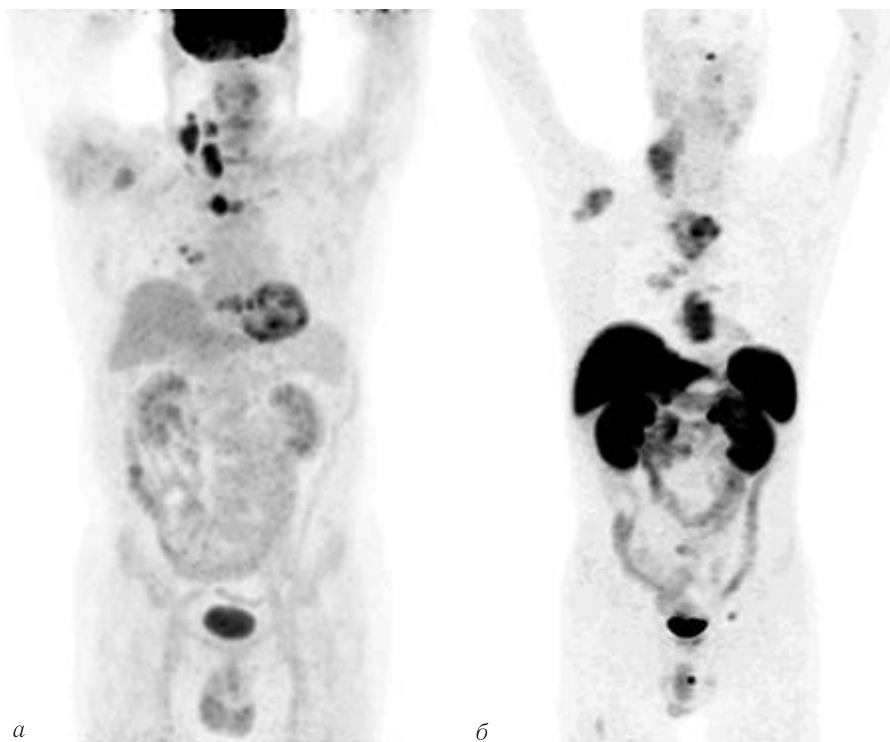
Результаты ПЭТ/КТ у пациента с МРЩЖ, изображения МИР: а — ПЭТ/КТ с ^{18}F -ФДГ (МИР); б — ПЭТ/КТ с ^{68}Ga -ДОТА-ТАТЕ (МИР). Наблюдается гиперфиксация ^{18}F -ФДГ и ^{68}Ga -ДОТА-ТАТЕ в костных метастазах и метастазах во внутригрудные лимфатические узлы
